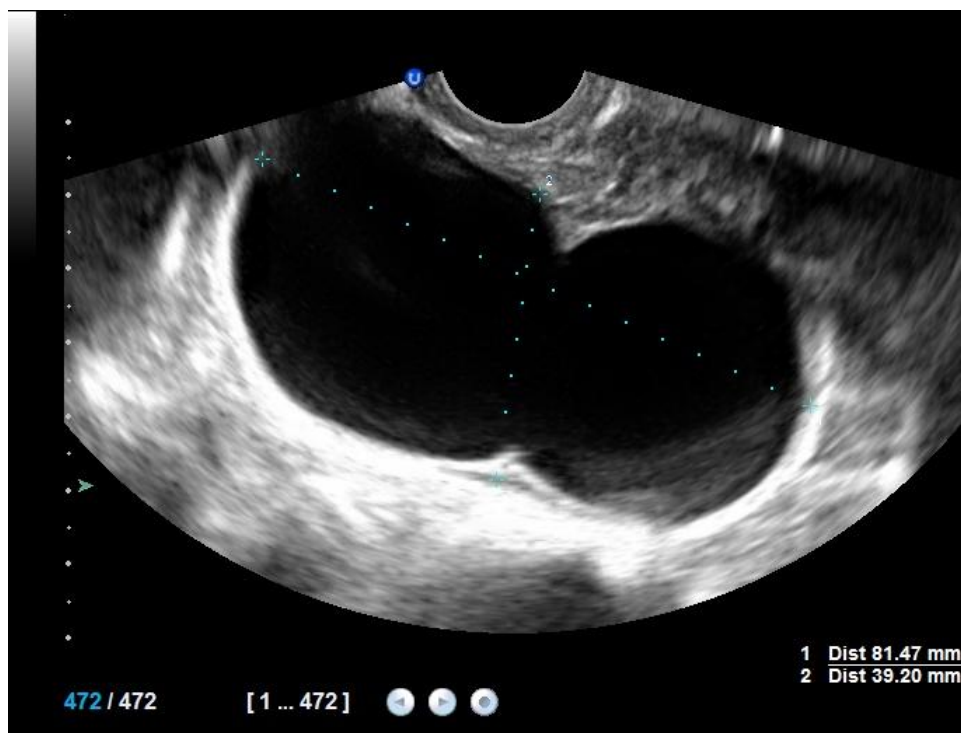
Ancienne image échographique objectivant une image kystique oblongue faisant 81 x 39 mm avec haustrations ayant fait évoquer un hydrosalpinx. (Cas clinique 5)
